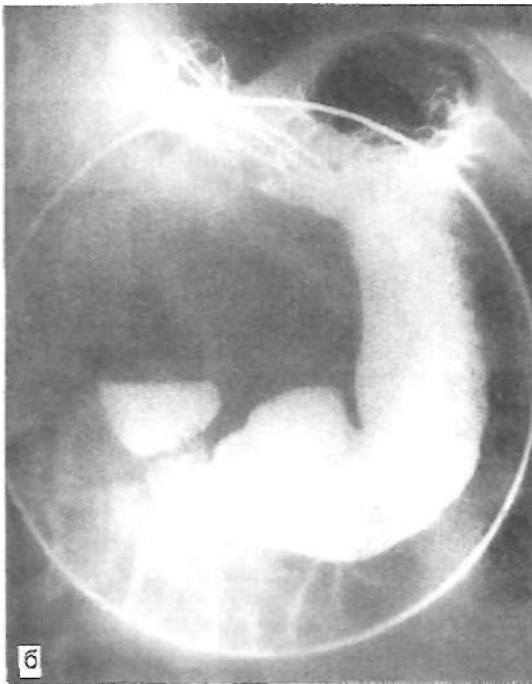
Рентгенограммы грыжи пищевого отверстия диафрагмы (прямая проекция).
